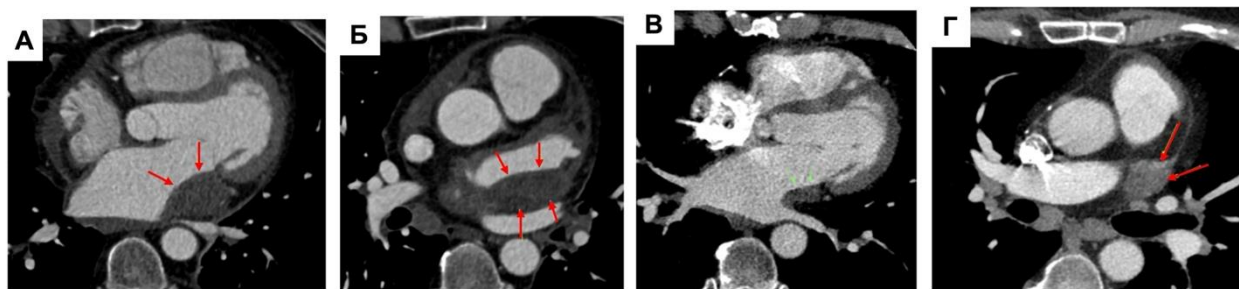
Клинический пример, пациент Д. 42 г, МСКТ АГ, аксиальный срез на уровне ЛП: А – поперечный срез на уровне полости ЛП после РЧА, стрелками показано образование в стенке ЛП, а также визуализируется уменьшение диаметра левой нижней легочной вены; Б – поперечный срез на уровне ушка ЛП после РЧА, стрелками показано образование в стенке ЛП; В – поперечный срез на уровне полости ЛП после открытой операции, стрелками показано остаточное образование в стенке ЛП; Г – поперечный срез на уровне ушка ЛП после открытой операции, стрелкой показано ушитое УЛП [209].
